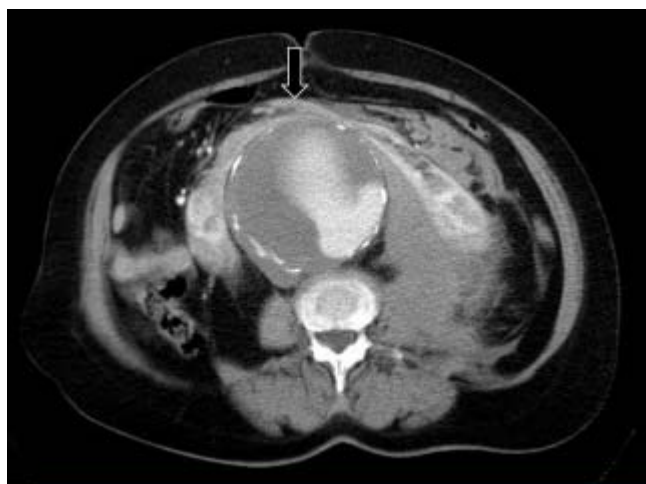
Tomografía con medio de contraste IV en donde se observa el istmo del riñón en herradura (flecha).
